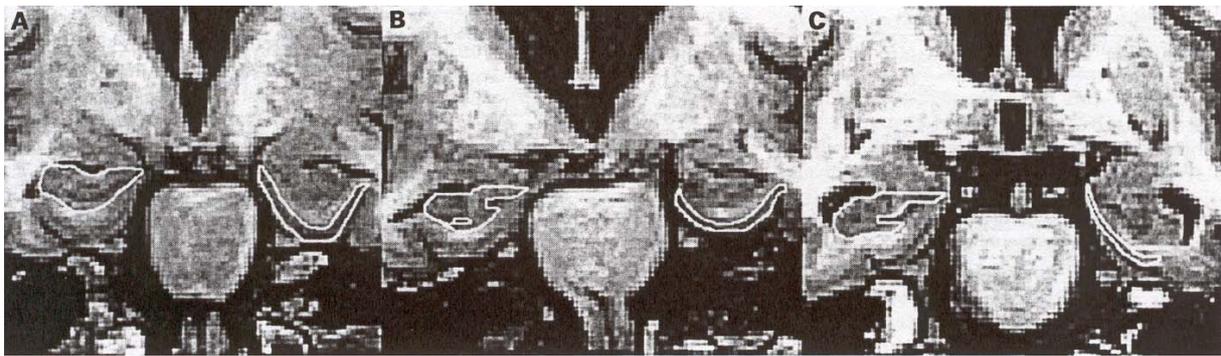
Comparaison en IRM des mesures du volume de l'hippocampe (à gauche) et du cortex entorhinal (à droite) – (A) Cognition normale, (B) MCI, (C) maladie d'Alzheimer.
